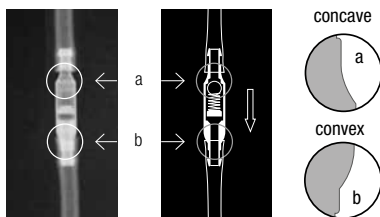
X-ray image of the *miniNAV* (pressure rating 5 cmH₂O)
